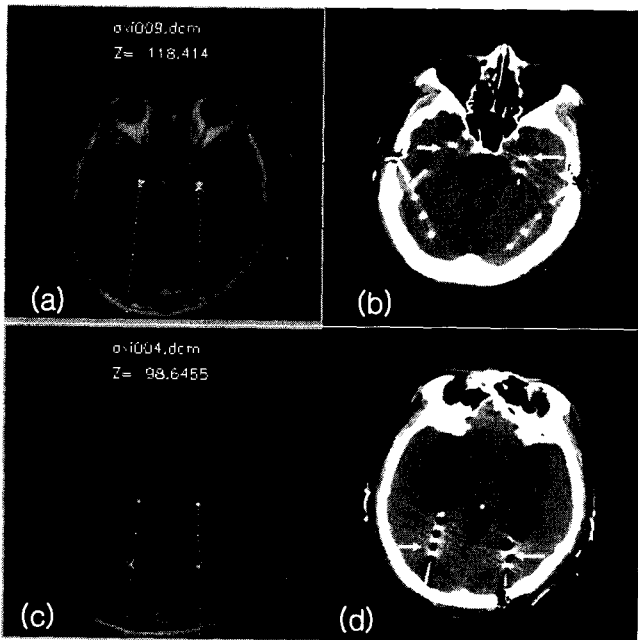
Comparison of the target points in the CT image and the calculation image. Calculated target points of the lower (a) and the upper (c) level correspond to the CT images (b, d).
